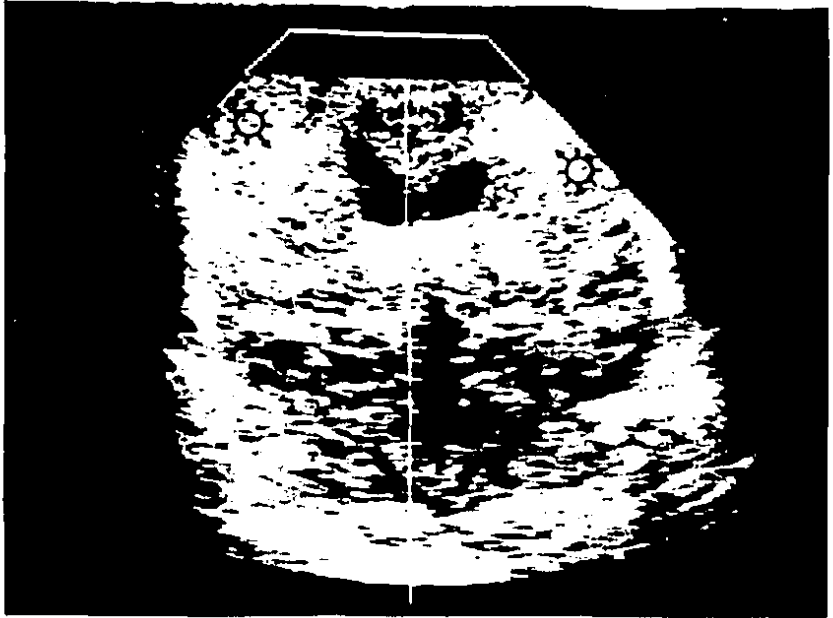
Imágen ultrasonográfica de una hemorragia de la matriz germinal leve (flechas)
